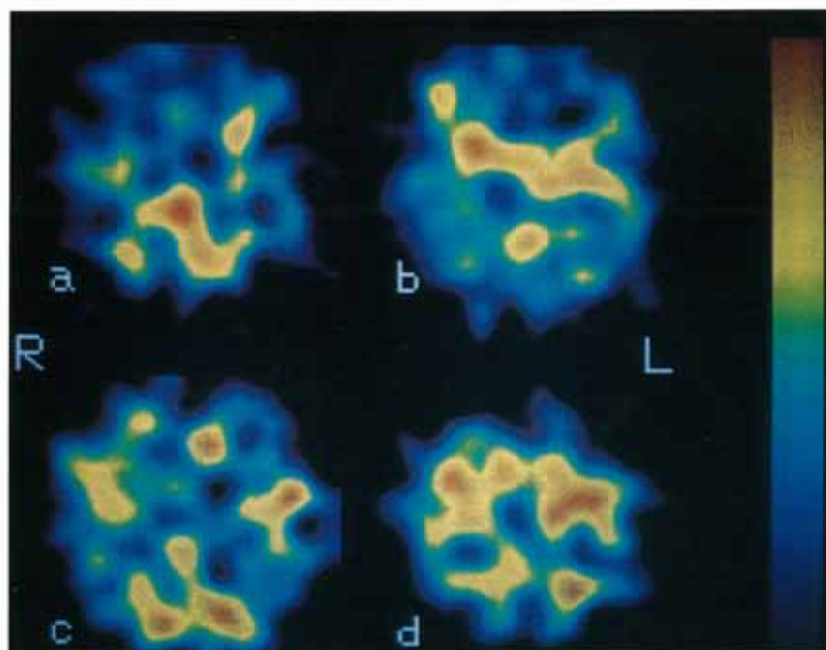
Case 1 (one-month-old male). Transverse view, ¹²³I-IMP SPECT reveals generalized hypoperfusion of the cerebral cortex. A predominant activity is observed in the basal ganglia and thalamus, with only slight parietal and occipital activity. Color-coded axial images shown in Fig. 2 to 6 are transverse images at the level of the cerebellum (a), the basal ganglia and thalamus (b), the frontal, temporal, occipital lobes (c), and the parietal lobes (d). Red indicates the high pixel counts followed by yellow, green and dark blue. R: right, L: left
